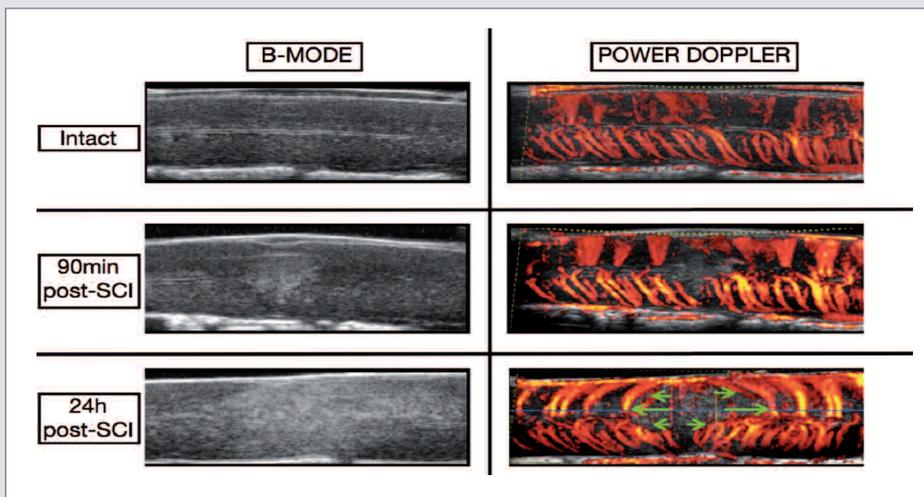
Evolution de l'aspect échographique de la moelle et de ses vaisseaux après un traumatisme médullaire expérimental de la moelle thoracique. On note la croissance de la lésion durant les 24 heures suivant le traumatisme.
